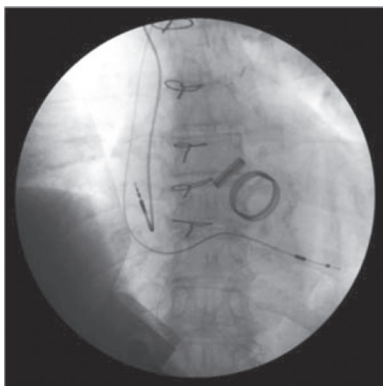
Рентгенограмма больного после установки двух (предсердного и желудочкового) эндокардиальных электродов. Применяются режимы кардиостимуляции DDD и VDD
